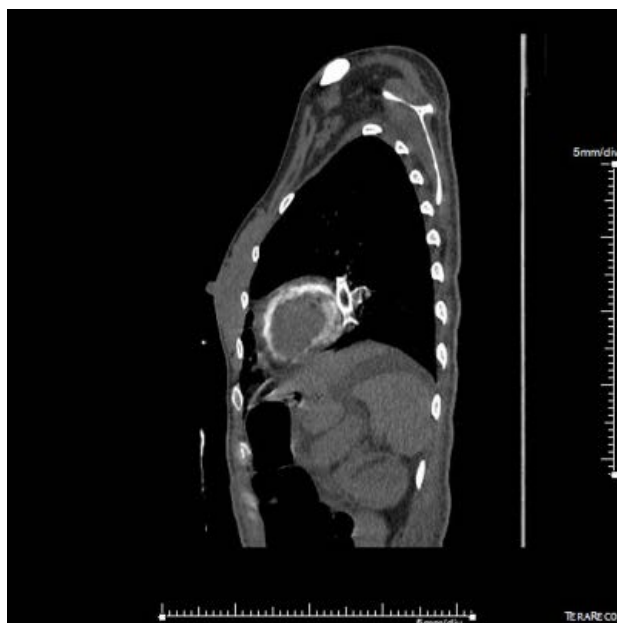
Tomografia computadorizada de tórax sem contraste em plano sagital com achado de extensa calcificação metastática em ventrículo esquerdo.
